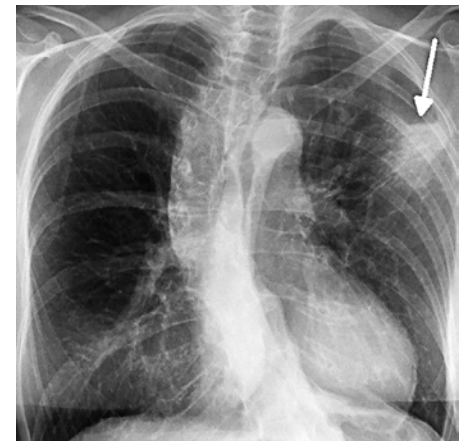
Röntgen-Thorax: Triangelform mit subpleuraler Verteilung (Pfeil).
